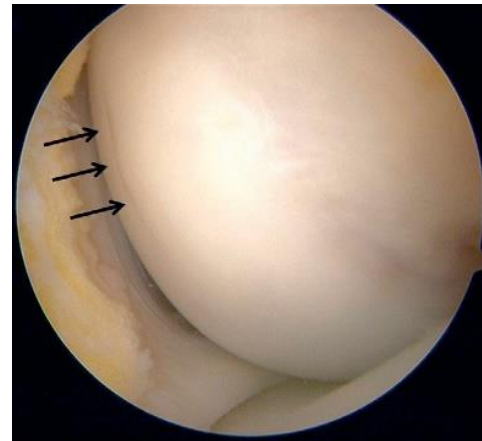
OCD du condyle médial chez un garçon de 13 ans. Signe de l'ombre (flèches) sans instabilité à l'arthroscopie alors qu'existent à l'IRM des signes d'instabilité [14]
